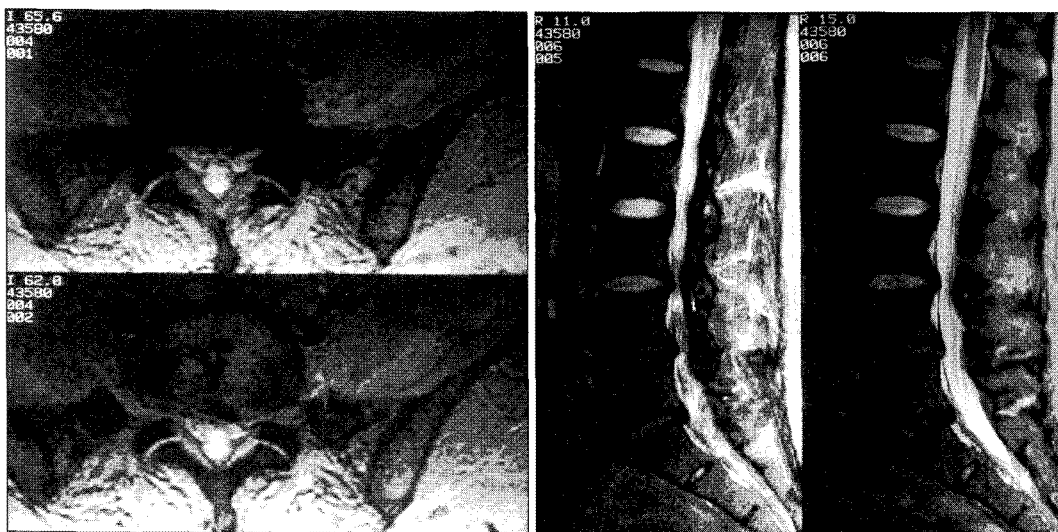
Pre-operative sagittal and axial MR images show degenerative signal change L4/5 and L5/S1. Mild posterior displacement of L5 on S1 (retrolisthesis) is noted. Axial image shows mild bulging disc of L4/5 and L5/S1.
